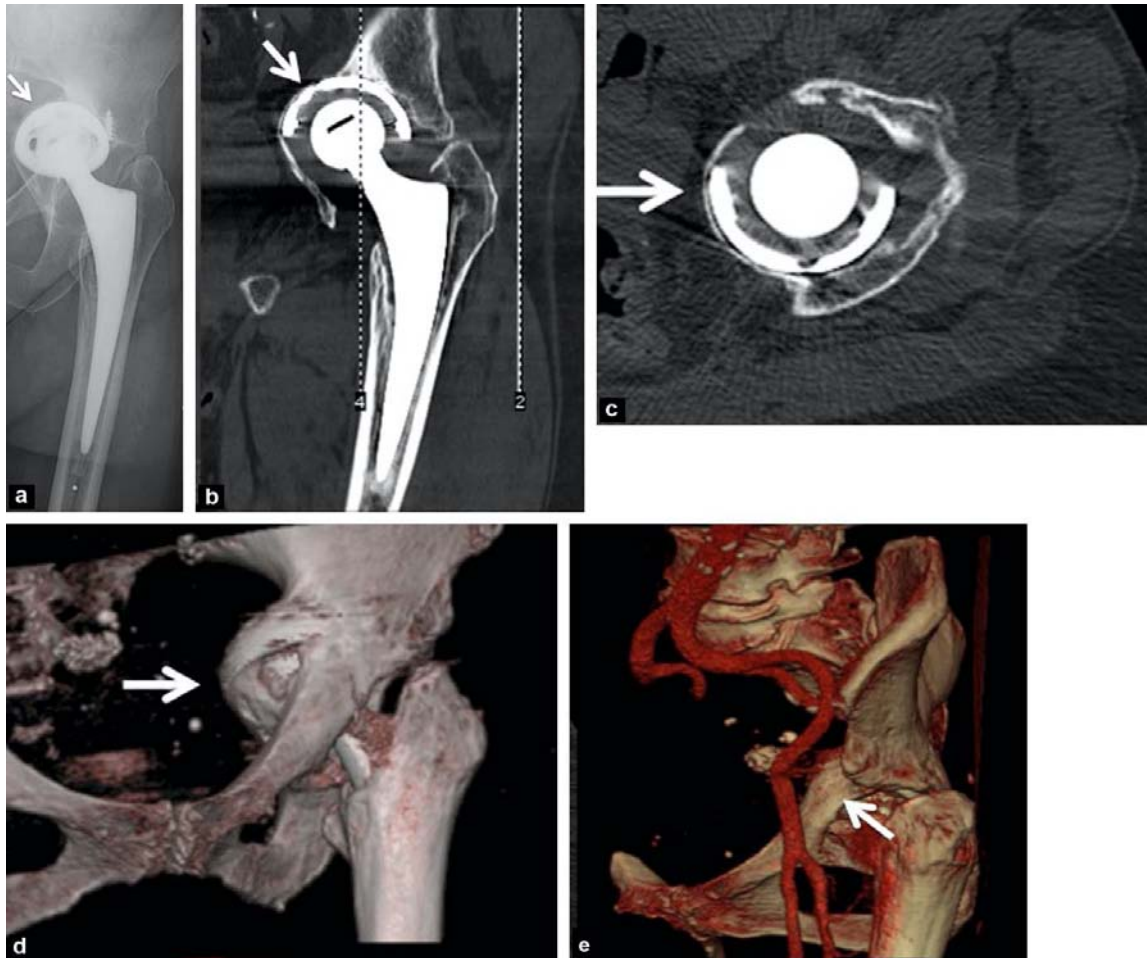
Bilan radiographique (a) et tomodensitométrie avec reconstructions de type MPR (b, c), 3D surfacique (d) et angioscanner (e) avant reprise d'arthroplastie, montrant une importante protrusion endopelvienne de la cupule avec perte de substance osseuse (flèche blanche).
